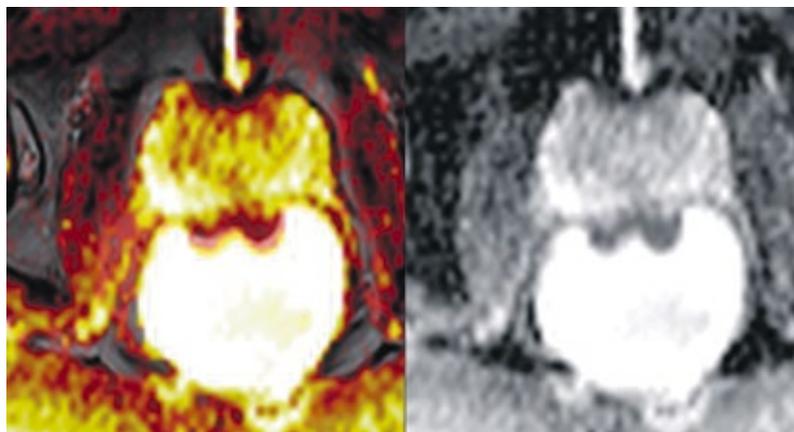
Fusion DWI- mit T2 gewichteter Sequenz. Zur genaueren Lokalisation des Tumors zur Platzierung der ROI kann eine Fusion der T2-gewichteten Sequenz mit der ADC-Map erfolgen.
